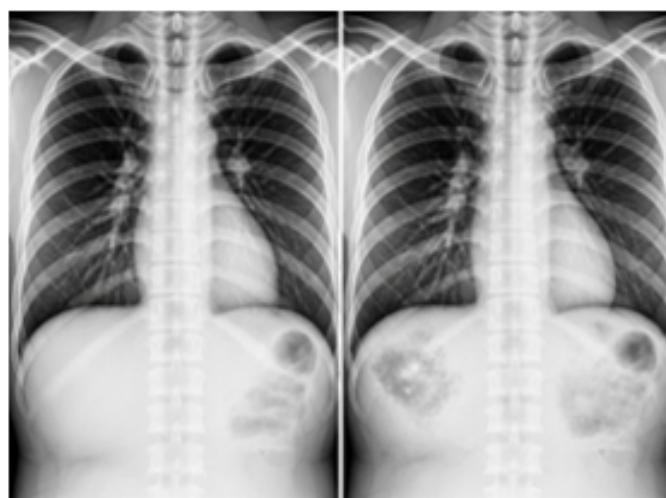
Приклади синтетичних рентгенівських знімків грудної клітки
